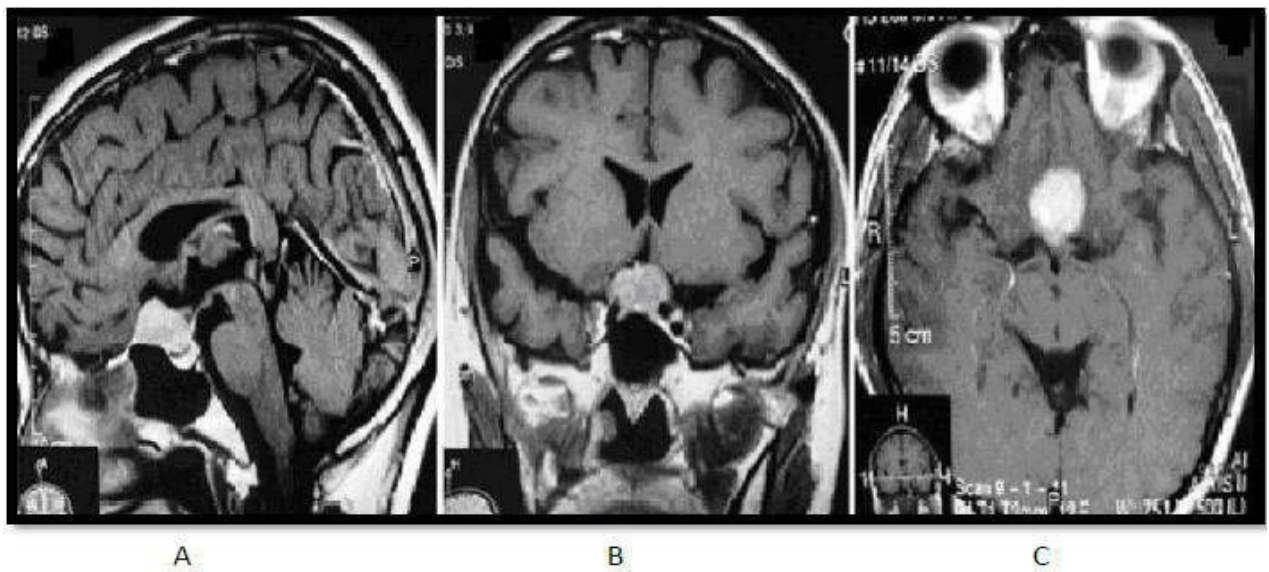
IRM cérébrale en préopératoire, pondérée en T1 après injection du gadolinium en coupe sagittale (A), coronale (B) et axiale (C) montrant un méningiome du tubercule de la selle turcique.
